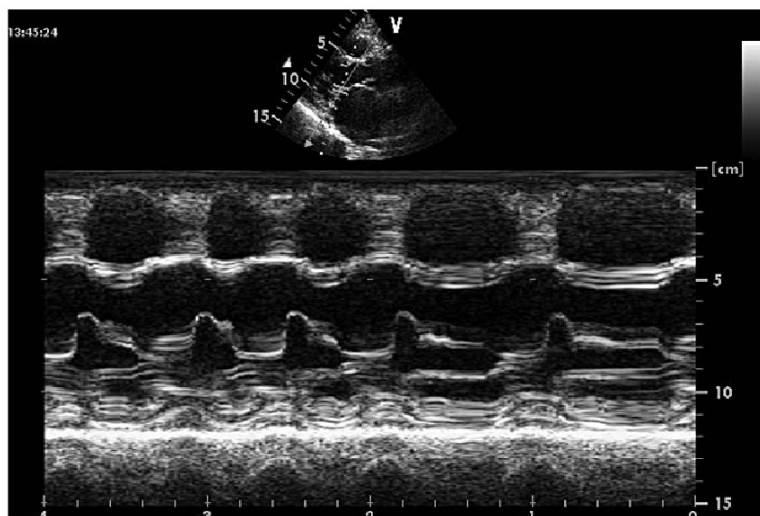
Эхокардиографические признаки митрального стеноза. М-режим. Однонаправленное движение створок митрального клапана при ревматическом митральном стенозе
